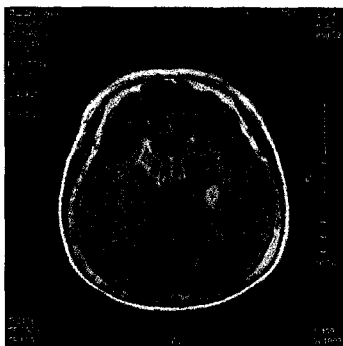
Brain-MRI(2001-8-31)
